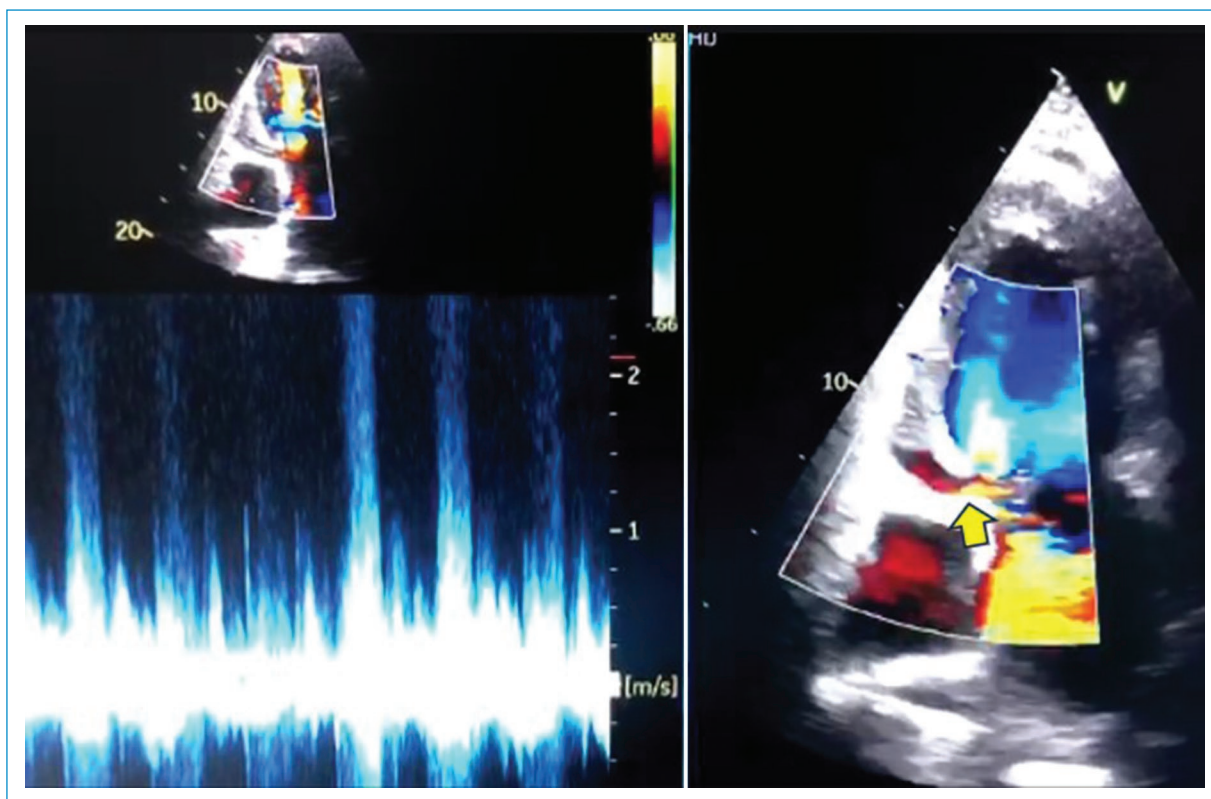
Ecocardiograma transtorácico en proyección apical. Evidencia de perforación del anillo mitral anterior en relación con el segmento A3, ocasionando una fístula ventrículo-pericárdica.
